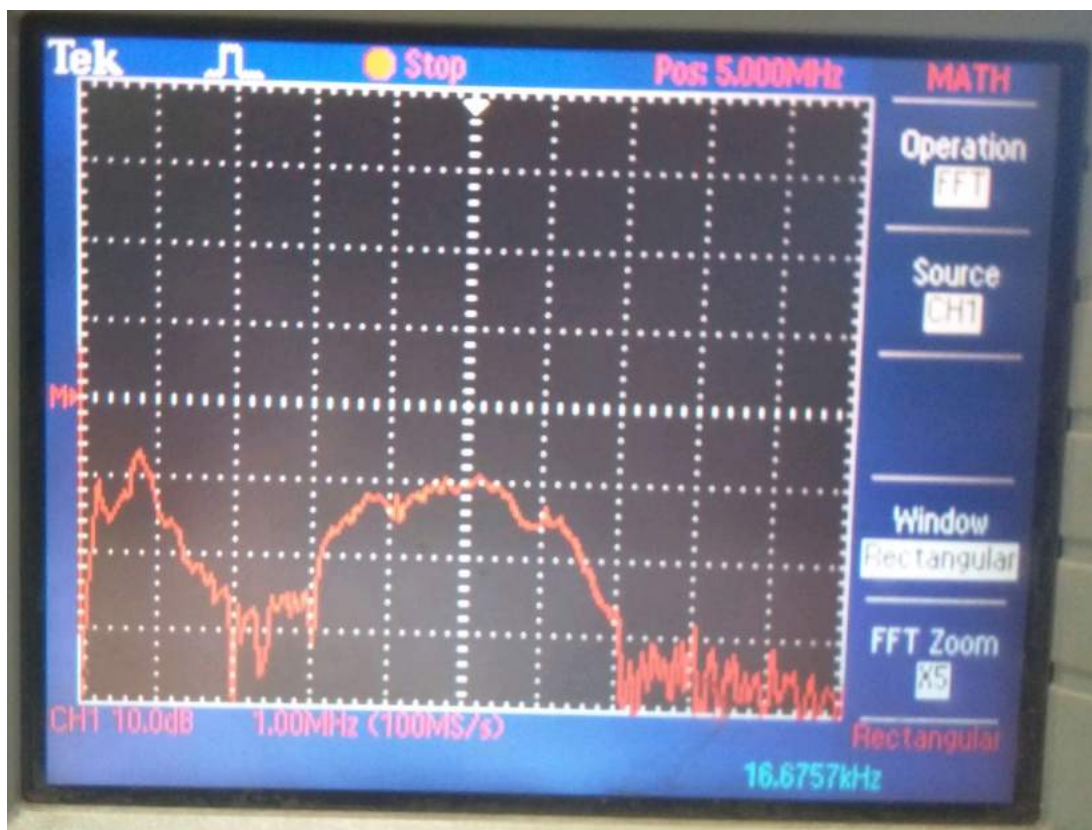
FFT do sinal (eco ultrassônico). Observa-se que a frequência de ressonância do transdutor está em 5MHz e o sinal tem uma banda de aproximadamente 4MHz.
